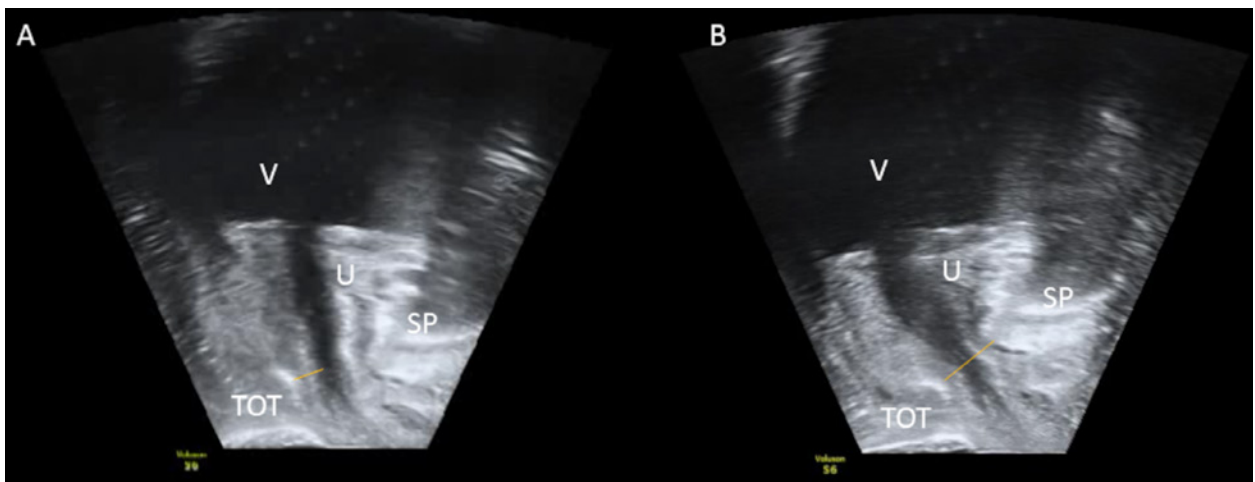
Ecografía transperineal en plano sagital medio. A: en reposo. Se observa el TOT en tercio medio uretral, con forma plana, y podemos medir la distancia al complejo periuretral. B: en Valsalva. Se observa el TOT en tercio medio, con forma de c, que contacta y pliega la uretra media (movimiento concordante), y podemos medir la distancia a la sínfisis del pubis. SP: sínfisis del pubis; TOT: banda suburetral transobturadora; U: uretra; V: vejiga
